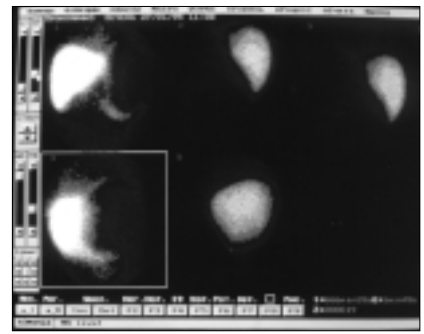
Гамма-сцинтиграмма большого П. с объемным образованием в проекции селезенки и левой почки: визуализируется деформация левой доли печени очагом размером более 200 мм с дефектом накопления препарата (занимает практически весь объем очага)
